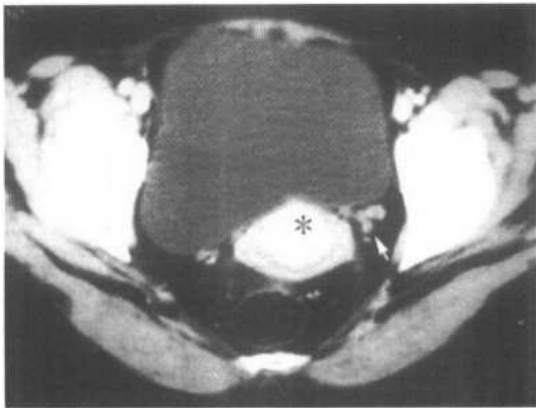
正常子宫颈及子宫旁静脉丛 CT 增强扫描。子宫颈 (*) 位于膀胱后方，直肠前方，扁圆形，边缘光整，前后径为 2cm ，横径为 3.2cm ，呈晕环状，子宫旁静脉丛可见有造影剂充盈 (†)
